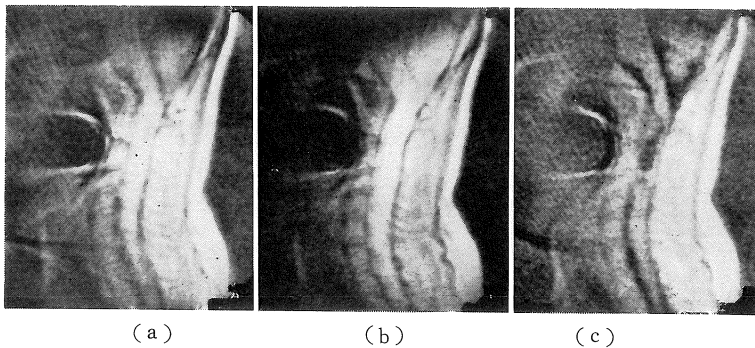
症例 2, spinal tumor の MRI 像。(a) short SE, (b) long SE, (c) IR.
